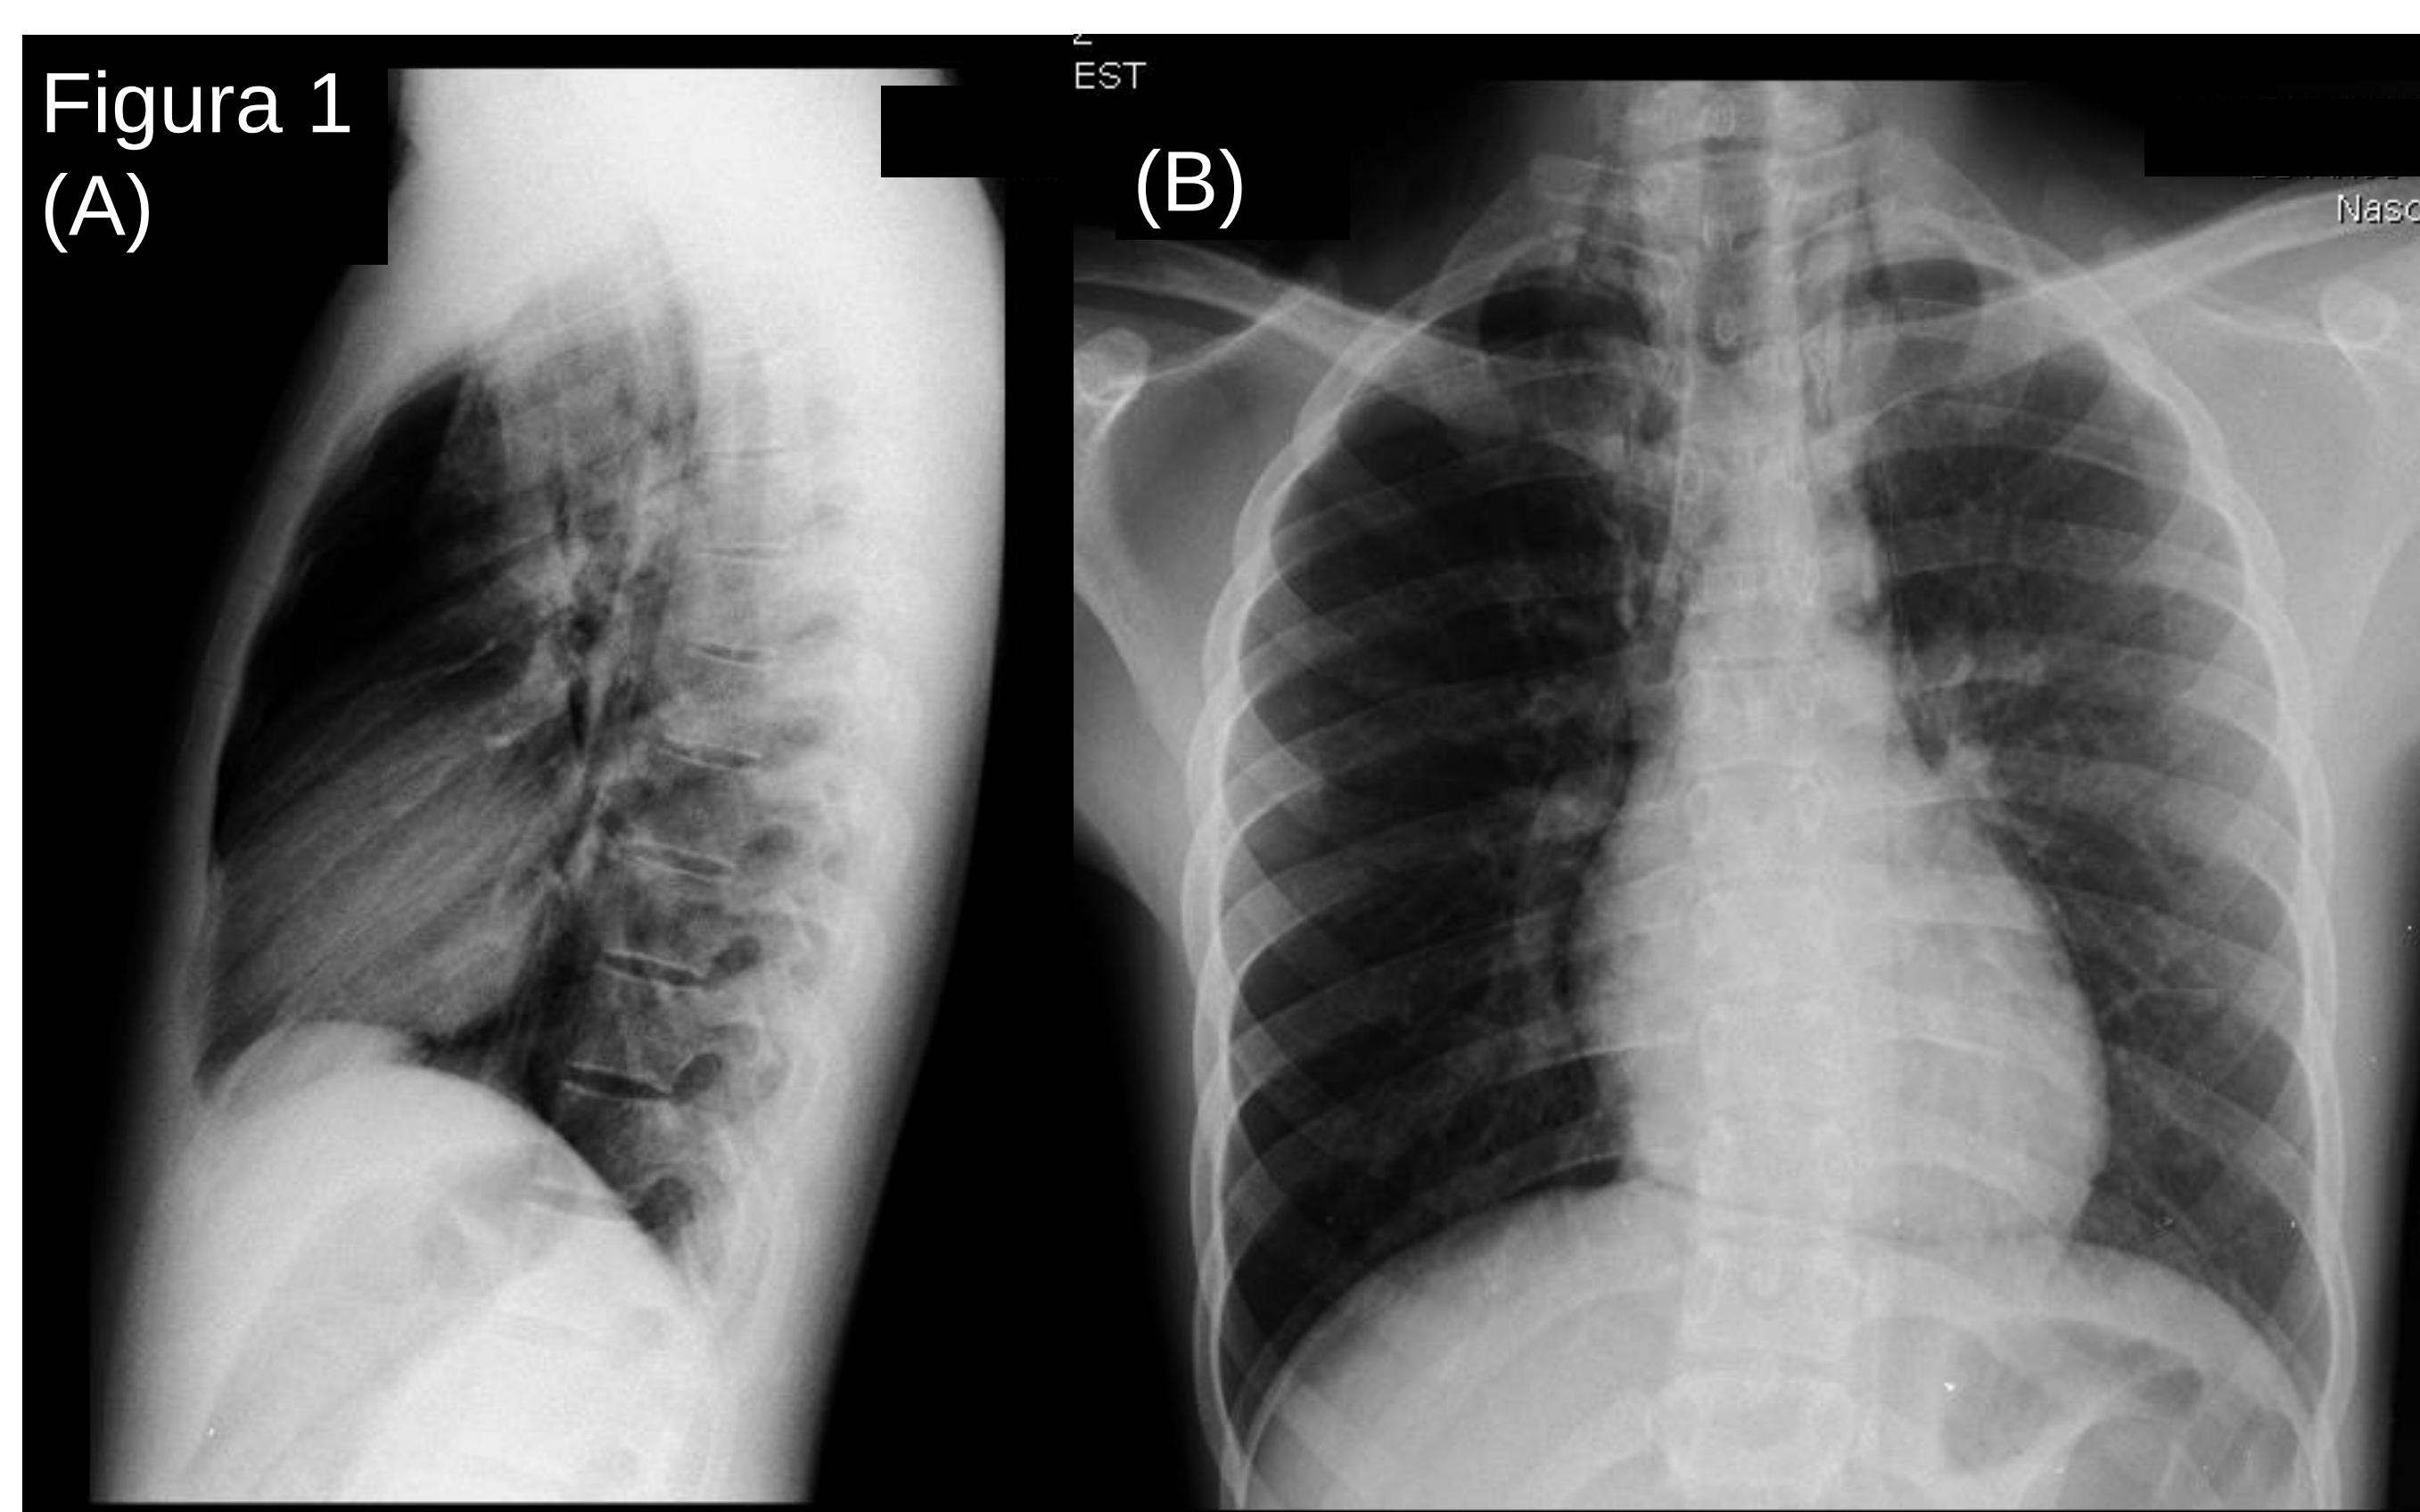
RX de Tórax, (A) perfil e (B) PA, evidenciando ar em espaço retroesternal, realizado na admissão. Figura 2: TC de Tórax, corte coronal, janela pulmonar, (A) evidenciando pneumomediastino e (B) evidenciando ar em espaços cervicais inferiores, realizada na alta.
